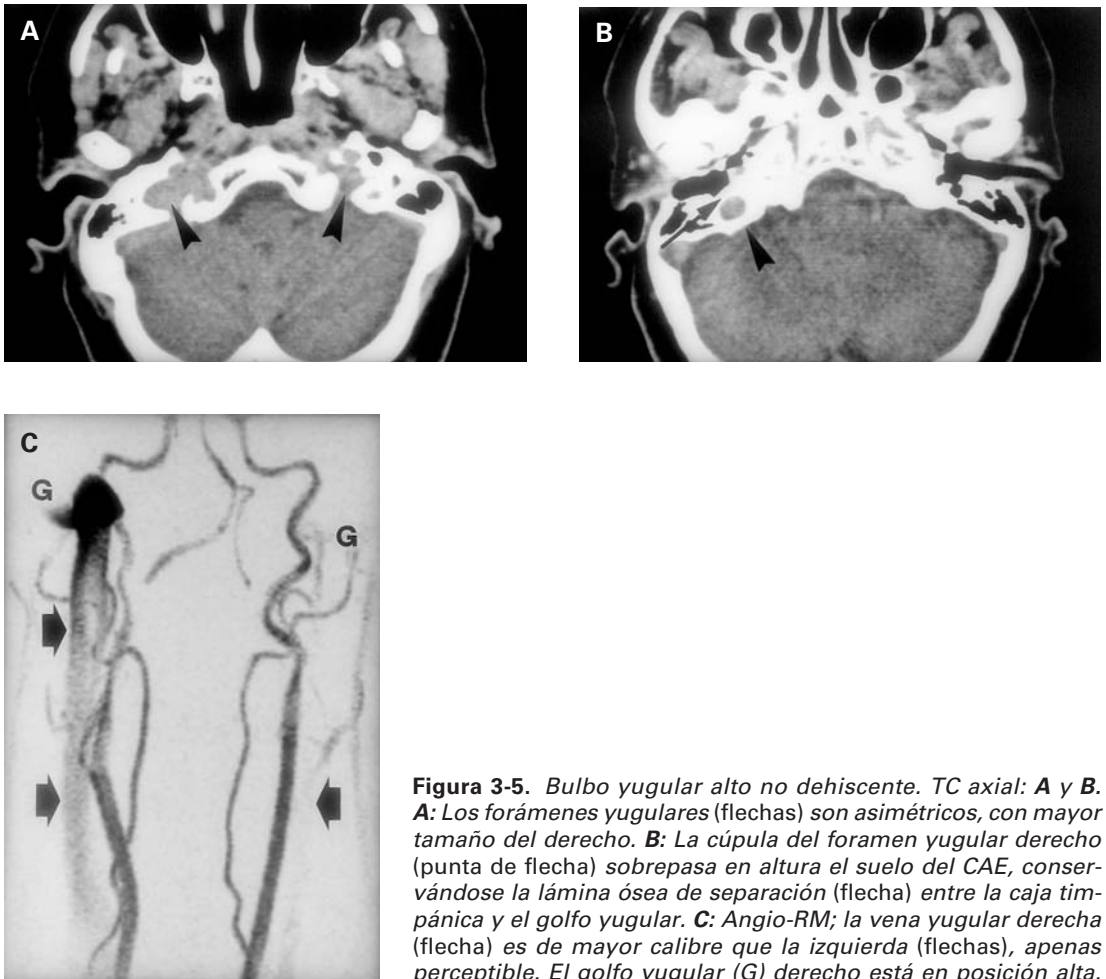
Bulbo yugular alto no dehiscente. TC axial: A y B. A: Los forámenes yugulares (flechas) son asimétricos, con mayor tamaño del derecho. B: La cúpula del foramen yugular derecho (punta de flecha) sobrepasa en altura el suelo del CAE, conservándose la lámina ósea de separación (flecha) entre la caja timpánica y el golfo yugular. C: Angio-RM; la vena yugular derecha (flecha) es de mayor calibre que la izquierda (flechas), apenas perceptible. El golfo yugular (G) derecho está en posición alta.
